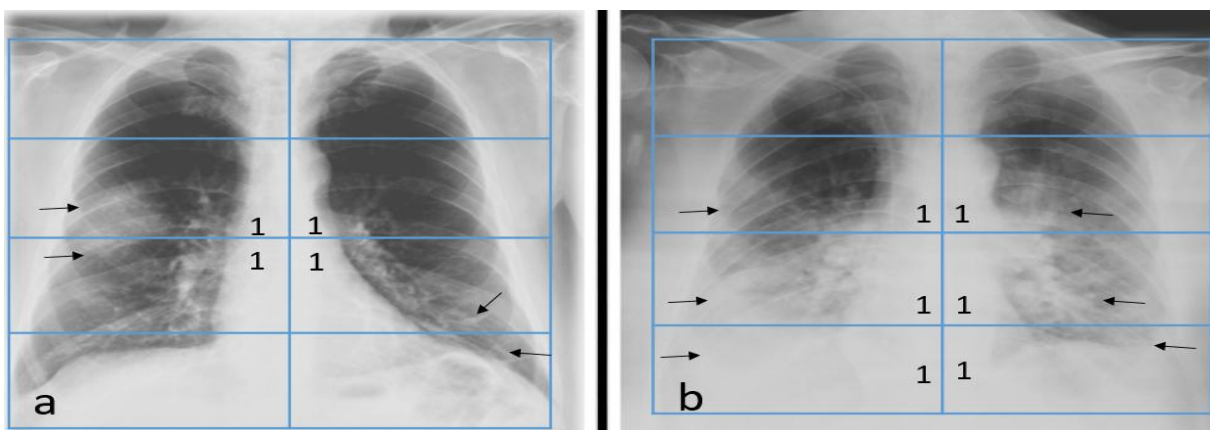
Paciente masculino 50 años de edad. a) Radiografía de ingreso, con escala RALE modificada 4/8. b) Radiografía de control 7 días después, RALE modificada 6/8
